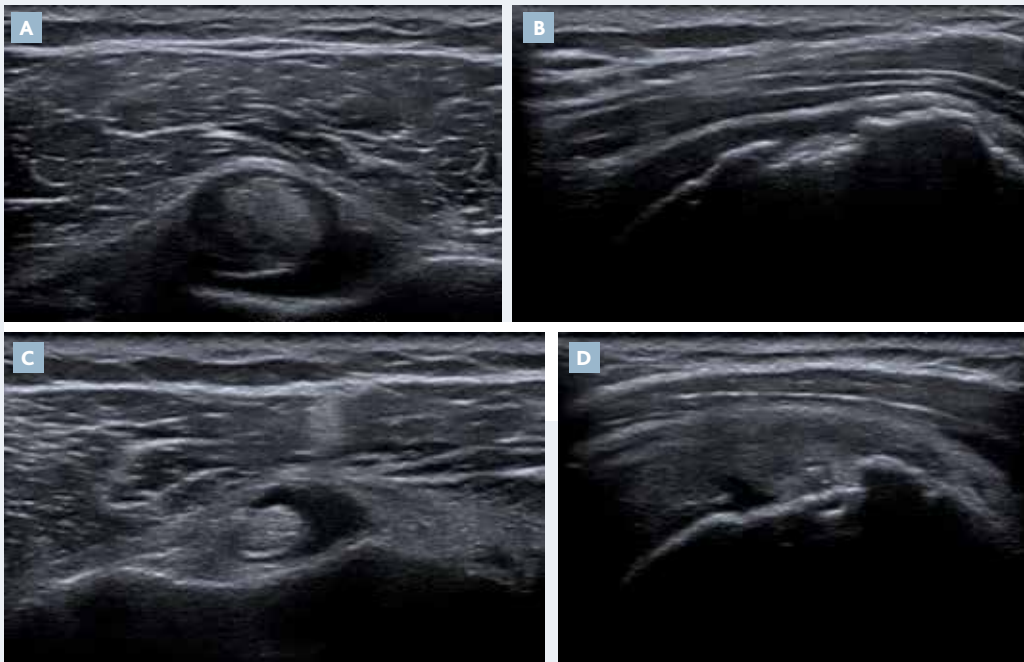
Homme de 84 ans : échographie en mode B comparative des épaules droite (A, B) et gauche (C, D) ; épaules douloureuses gauche >> droite ; examen épaule gauche : gêne fonctionnelle ; Jobe positif sur douleur ; signe de Yocum faiblement positif ; examen de l'épaule droite normal ; aspect échographique identique des 2 côtés pour ce qui concerne la coiffe et la BSAD ; la tendinopathie du long biceps à droite (D) pourrait expliquer la douleur si elle était de ce côté (absente à gauche) ; l'échographie ne permet pas de savoir ce qui cause la douleur.
